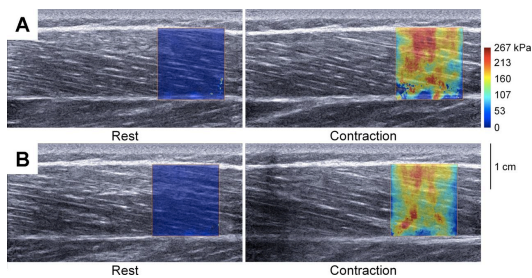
前頸骨筋の随意収縮 (A) および電気刺激による収縮 (B) における超音波剪断波画像(いずれも等尺性)。左に安静時、右に収縮時の画像を示す。剪断弾性率が疑似カラーで示されており、収縮中にステイフネスが増大していることがわかる。
